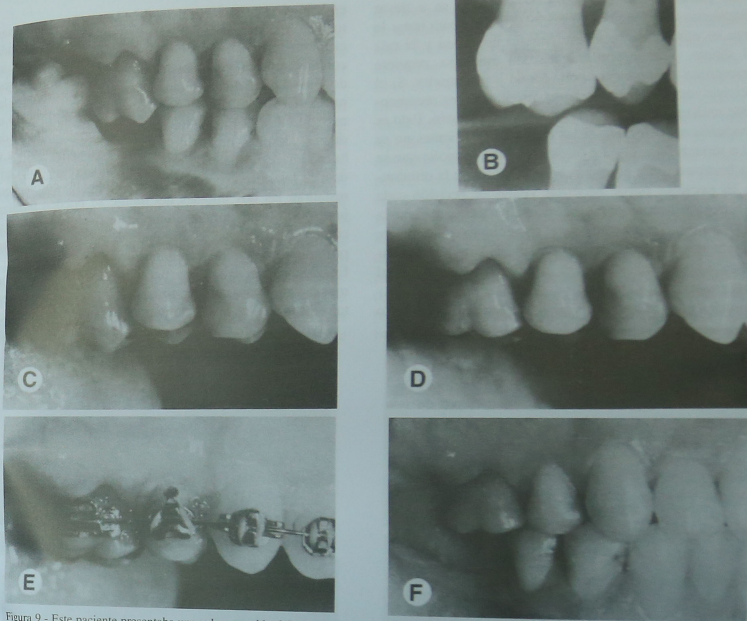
Este paciente presentaba una sobrecrupción del primer molar maxilar derecho y un defecto del borde marginal entre el segundo premolar y el primer molar (A). La radiografía periapical pretratamiento (B) mostraba que el defecto interproximal era plano. Para evitar crear un defecto hemiseptal, se talló la superficie oclusal del primer molar (C) y se corrigió la maloclusión ortodóncicamente (E y F).
